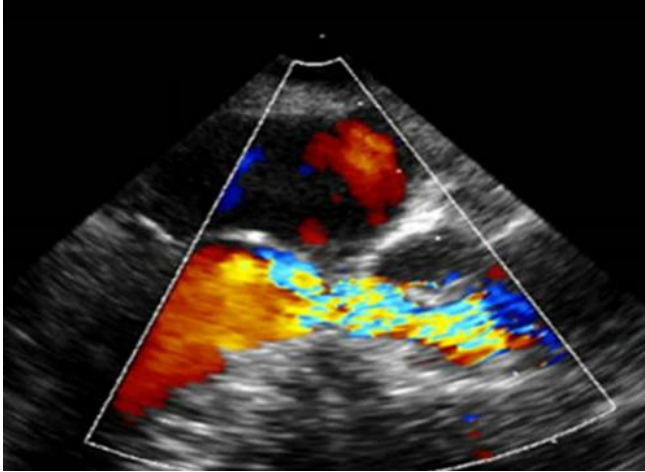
Imagen por ecocardiografía transesofágica de la estenosis subvalvular pulmonar.
